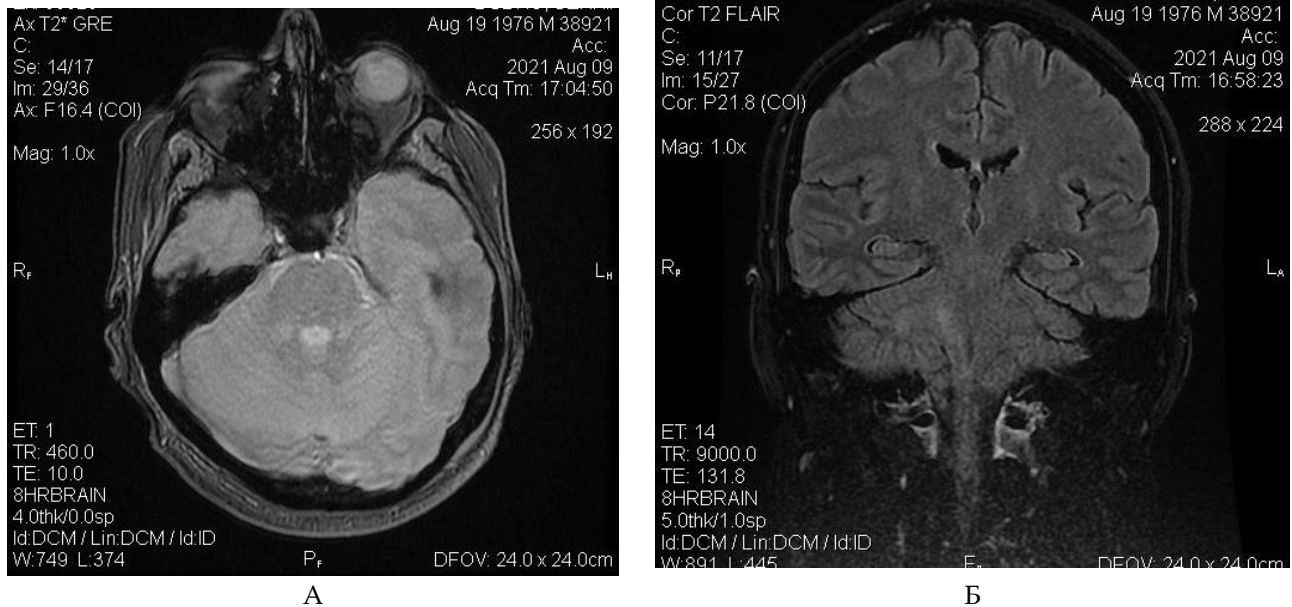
МРТ головного мозку пацієнта, 9.08.2021: А) аксіальні зрізи в T2 режимі; Б) фронтальні зрізи в режимі FLAIR. Ділянка ураження у довгастому мозку, мості та правій середній ніжці мозочка
